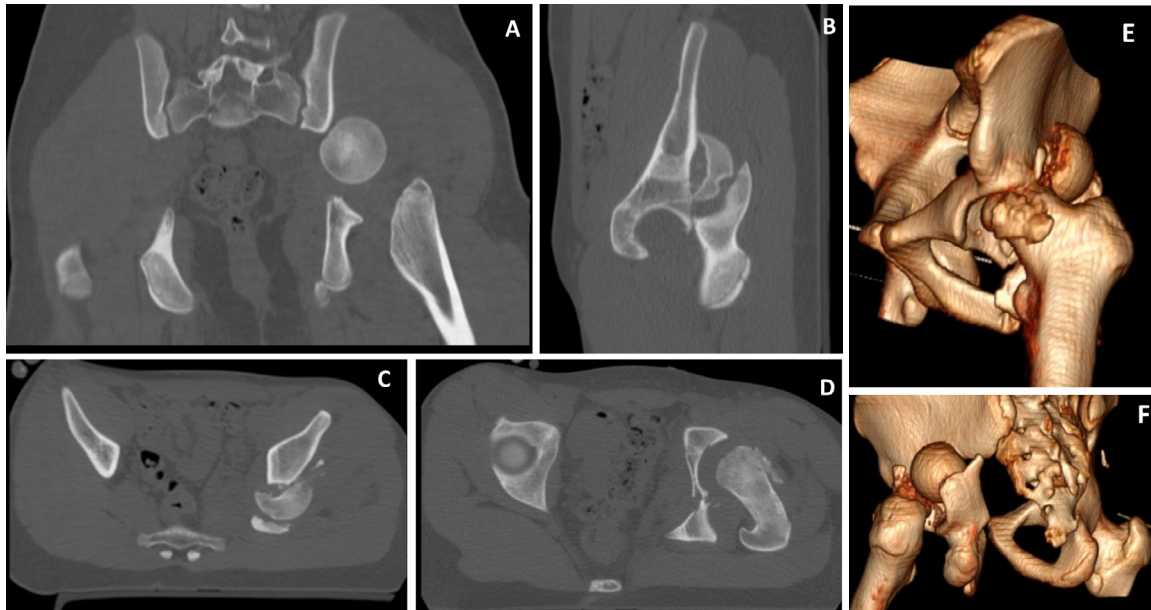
Fratura-luxação da epífise femoral encarcerada no foco de fratura do acetábulo: A - corte coronal de tomografia computadorizada (TC); B - corte sagital de TC; C e D - cortes axiais de TC; E e F - reconstrução 3D das imagens de TC.
